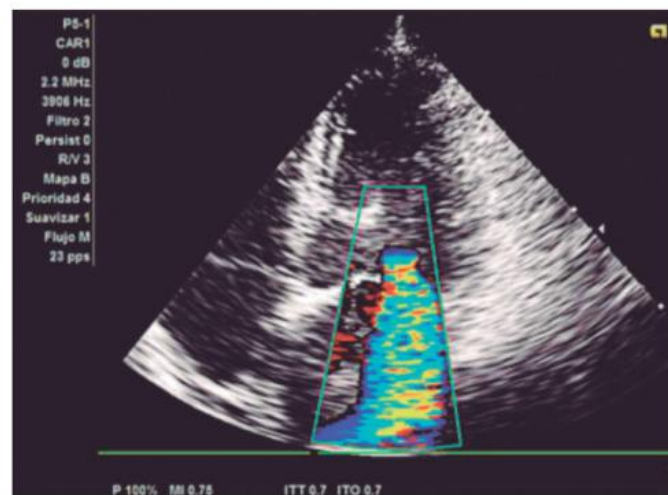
ETT-Doppler color en una insuficiencia mitral de grado severo.
